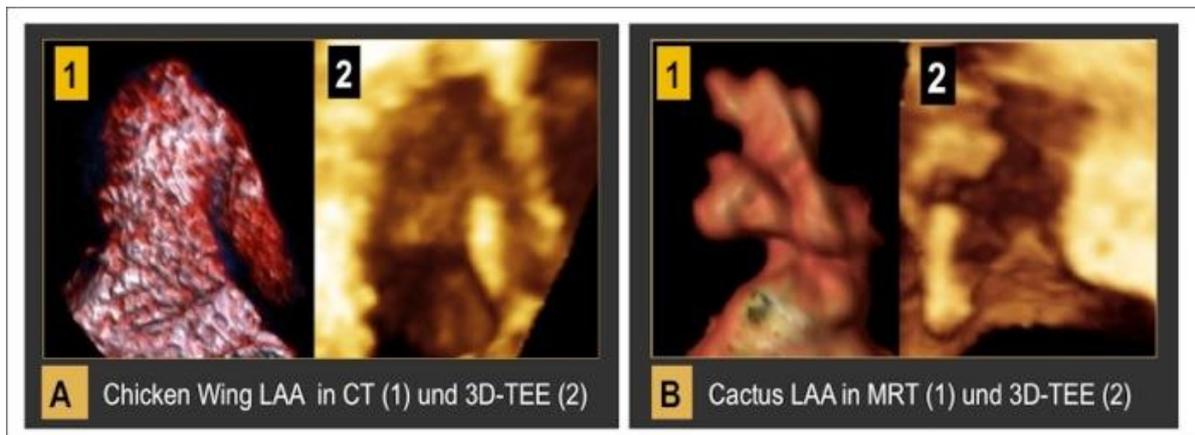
Es zeigten sich sehr gute Übereinstimmungen der LAA- Morphologie in CT versus 3D-TEE (A, hier am Beispiel einer Chicken Wing Morphologie) sowie in MRT versus 3D-TEE (B, hier am Beispiel einer Non-Chicken Wing (namentlich Cactus) Morphologie).
